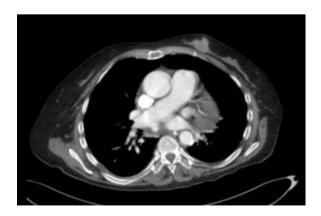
TC *body*. Lesión nodular de bordes mal definidos en pared torácica izquierda, correspondiente a neoplasia de mama.
